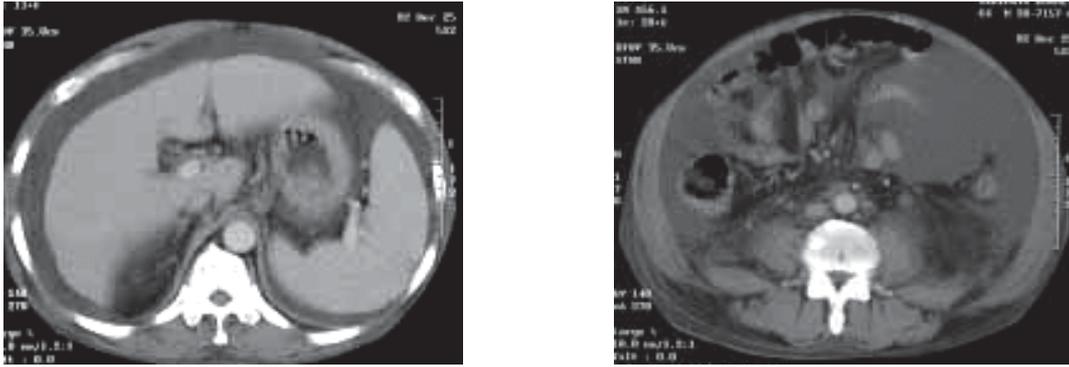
入院時腹部CT：脾腫と高度の腹水を認める
